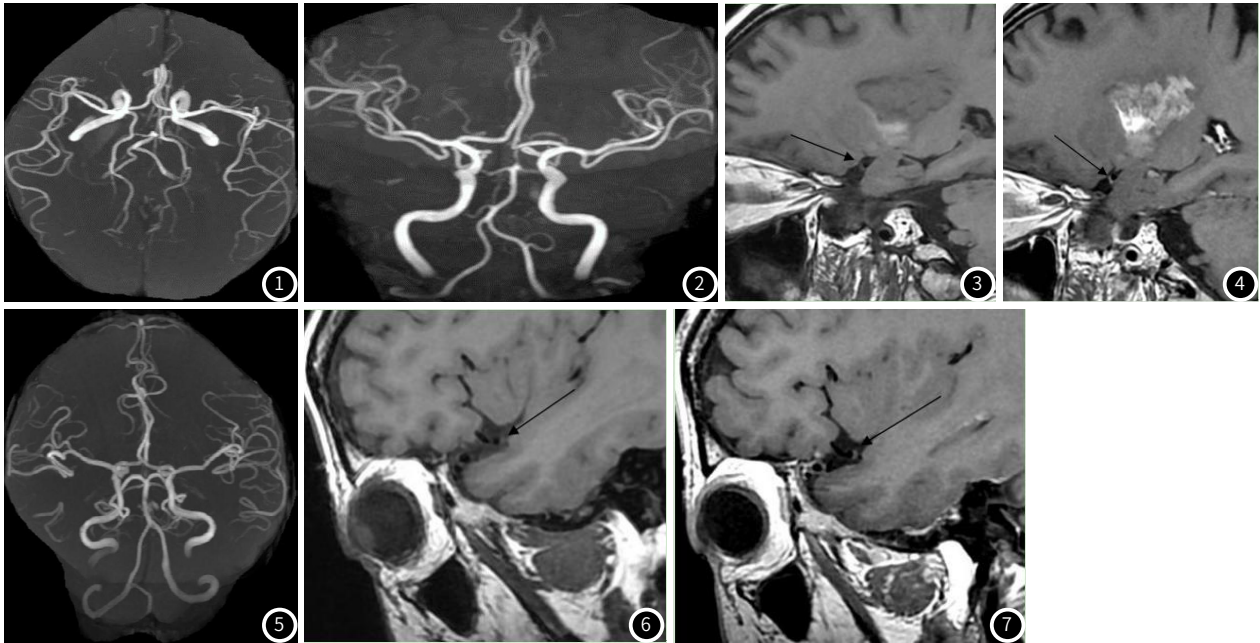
~4 典型案例 I：3D-TOF-MRA成像显示血管未见明显狭窄(图1)；3D-TOF-MRA成像显示同一患者血管未见明显狭窄(图2)；HR-VW-MRI T1WI矢状面，右侧大脑中动脉M1段前壁可见斑块形成(箭头所示)(图3)；增强HR-VW-MRI T1WI矢状面，右侧大脑中动脉M1段前壁斑块强化(箭头所示)(图4)。
